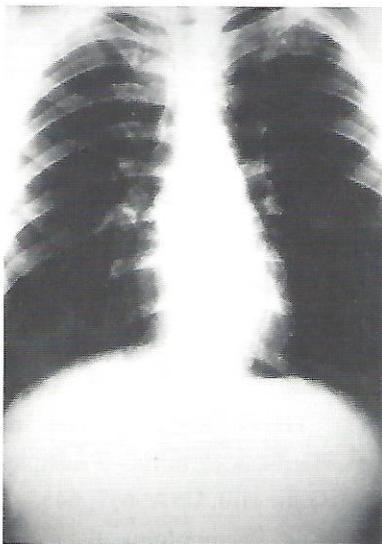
Radiografia do Torax - P.A..
